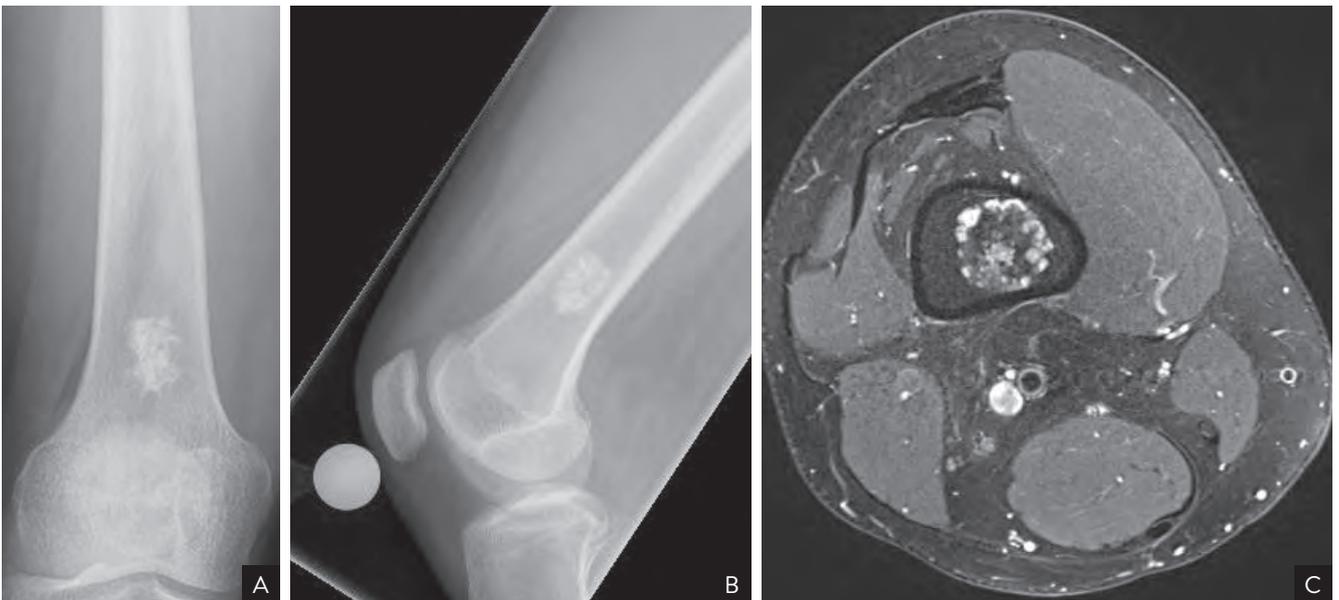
46-jährige Frau mit unspezifischen Knieschmerzen und Zufallsbefund eines Enchondroms. Im konventionellen Röntgenbild typische popkornartige Kalzifikationen im Markraum ohne Kontakt zur Kortikalis. Im MRT typisches rings-and-arcs Phänomen.
